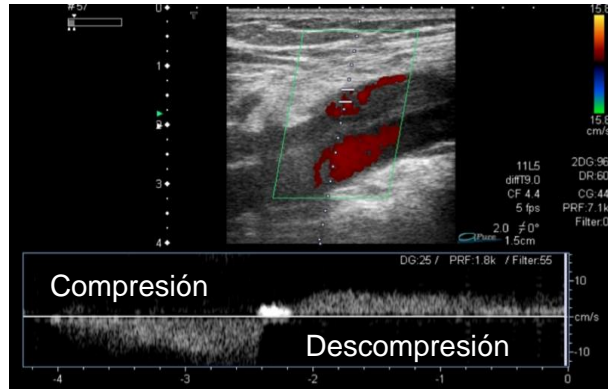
Reflujo venoso. Ecografía modo Doppler (color y pulsado) en plano sagital, muestra incompetencia valvular postrombótica en vena poplítea parcialmente reperfmeabilizada. El reflujo se observa tras descompresión de la pantorrilla, identificando el mismo color en la vena que en la arteria (flujo venoso centrífugo). En la curva esperctral se observa aumento del flujo con la compresión e inversión de la curva mayor a 1 segundo durante la descompresión por reflujo.
